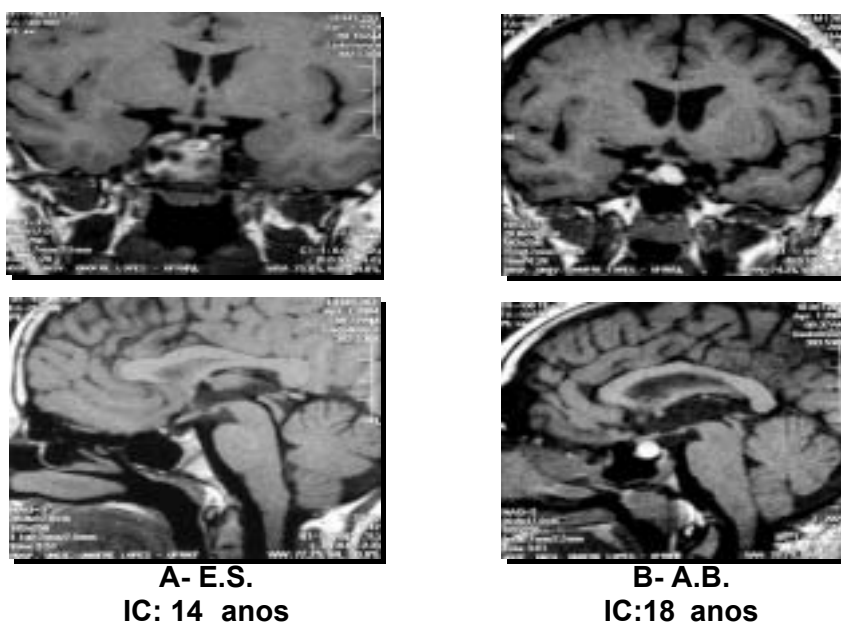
A Ressonância Magnética revelou haste normal e hipófise anterior hipoplásica na paciente do sexo feminino e massa hipofisária hiperintensa em T1 com extensão supra-selar no paciente do sexo masculino
